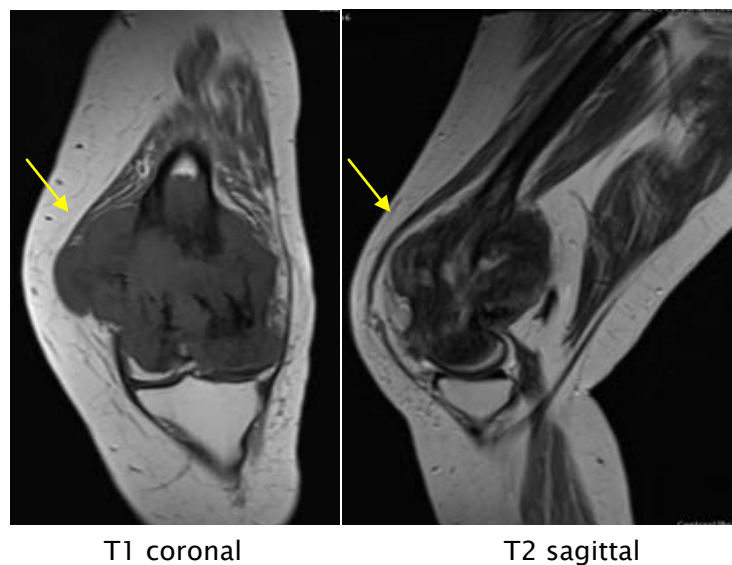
IRM du genou droit en séquences pondérés T1 coronale et T2 sagittale: ostéosarcome du fémur droit chez une jeune de 23 ans de siège épiphyso-métaphysaire en hypo signal T1 et T2 (flèche).
